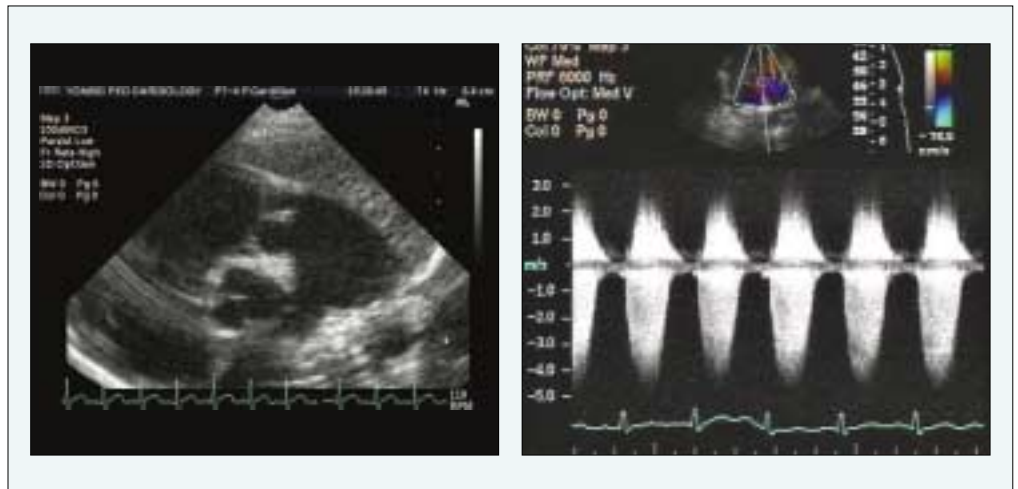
단독 판막부 폐동맥 협착의 심초음파 소견. 이면성 심초음파 검사 상 두꺼워진 판막과 주폐동맥의 확장이 관찰되며 연속파 심초음파 검사 상 상당한 혈류 속도의 증가(최대 유속이 약 4.2 m/sec로서 약 70 mmHg의 압력차를 보일 것으로 추정)를 보이고 있다.
